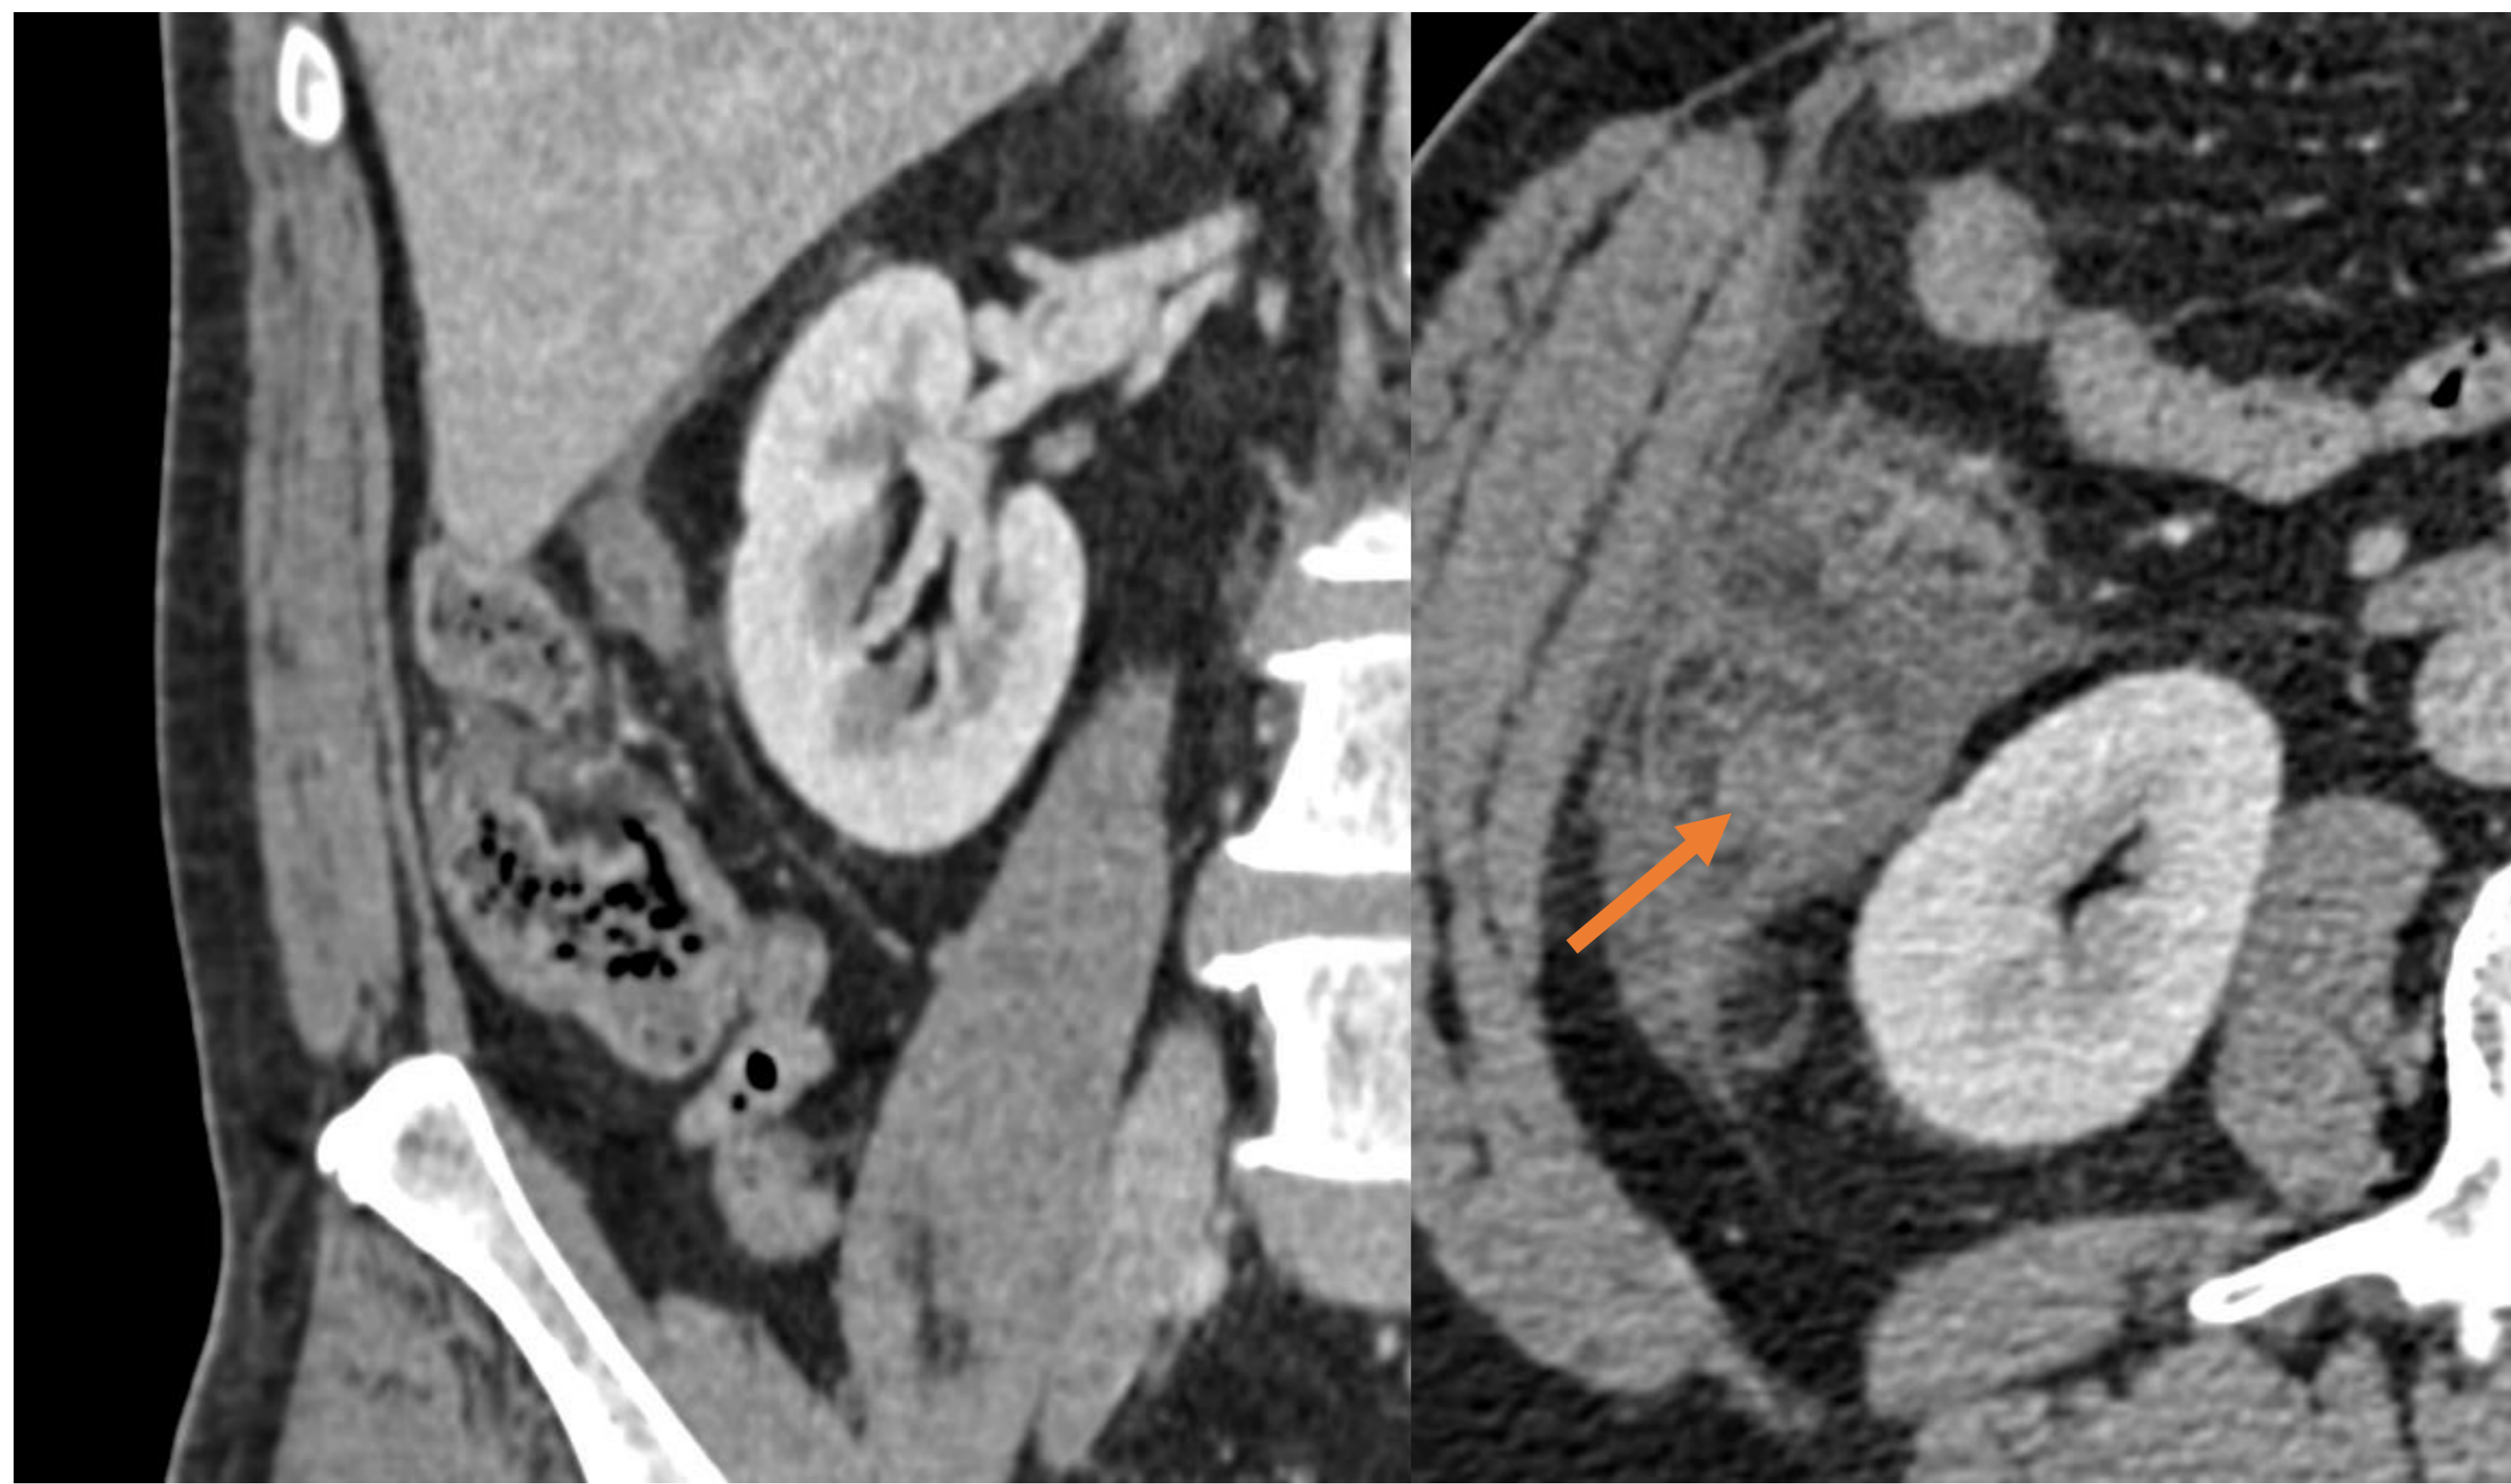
Corte coronal de TC que muestra punta apendicular (remanente) sin contacto con el ciego de localización subhepática. Corte axial de TC se visualiza el resto apendicular en el seno de los cambios inflamatorios, en relación con apendicitis aguda de resto apendicular.
